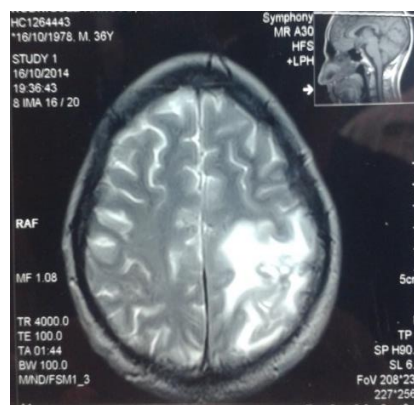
Y 3. RMN DE ENCÉFALO SIMPLE: Lesión intraaxial parietal posterior izquierda isointensa en T1 corte sagital, e hiperintensa en T2 corte axial
